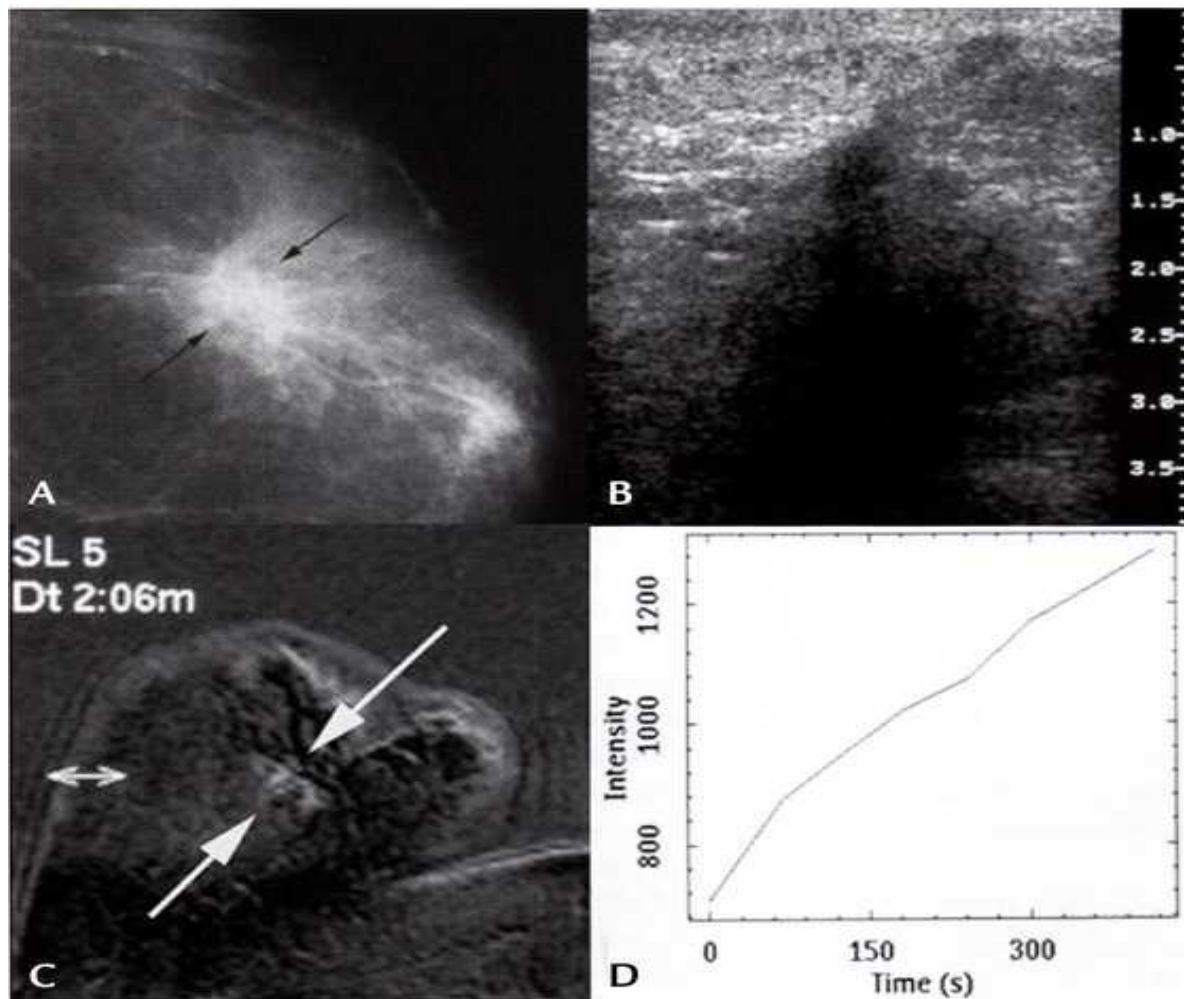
A = Mammographie, B = Sonographie, C = MR-Mammographie, D = Kurve Typ 1A – BI-RADS Klasse D.
